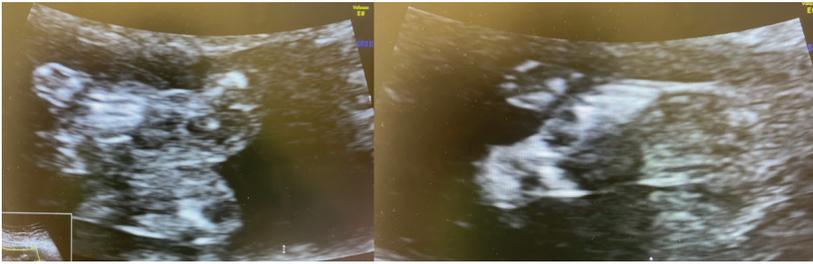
Pies por ecografía (20+6 semanas)
